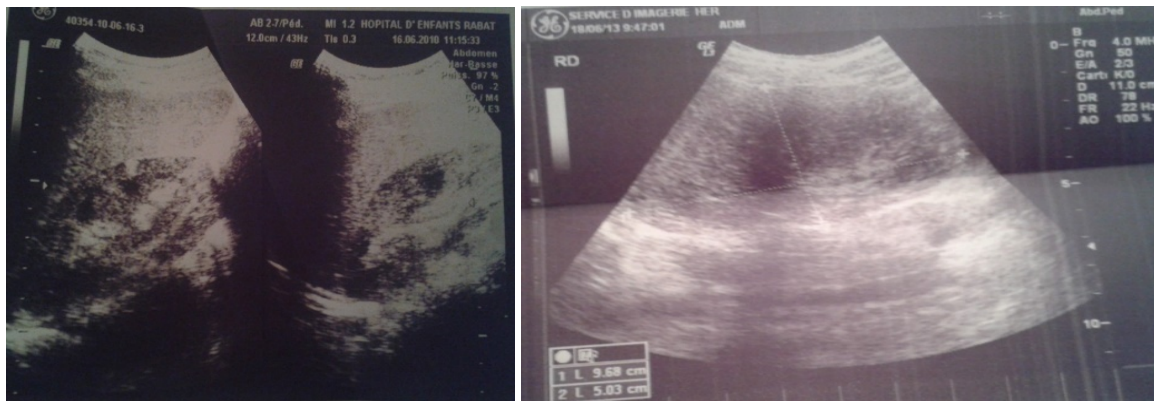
Échographie rénale montrant des angiomyolipomes bilatéraux
